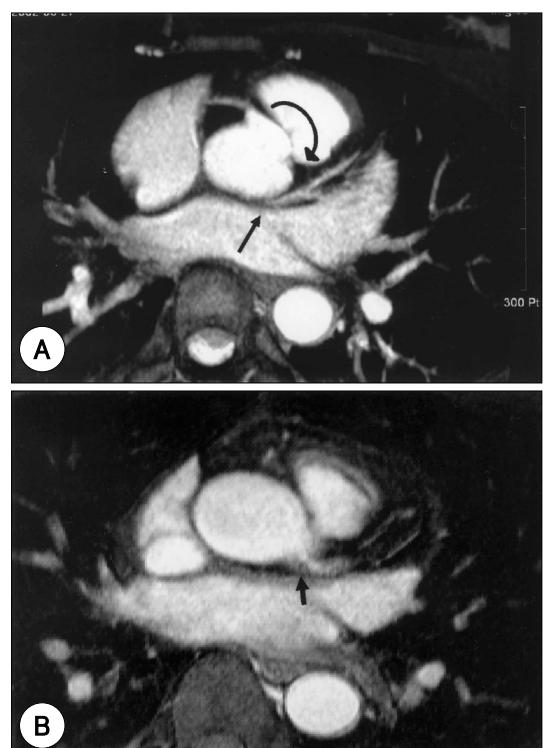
Cardiac MRI image. A : acute angle takeoff of left main coronary artery due to clockwise rotation of coronary sinus. B : normal position of Lt. main coronary artery ostium.
